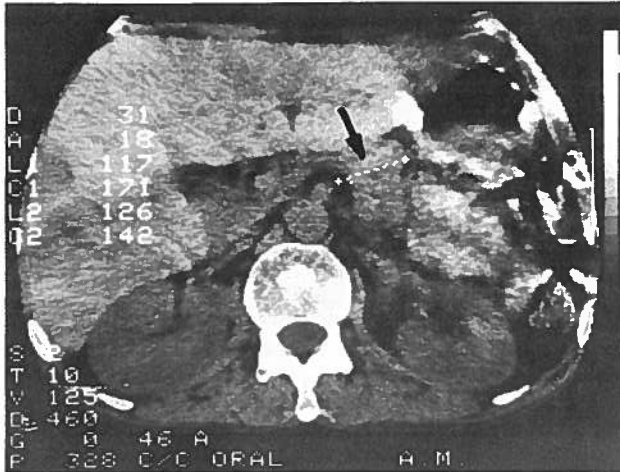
TAC abdominal: lesão tumoral da cauda do pâncreas (seta).
